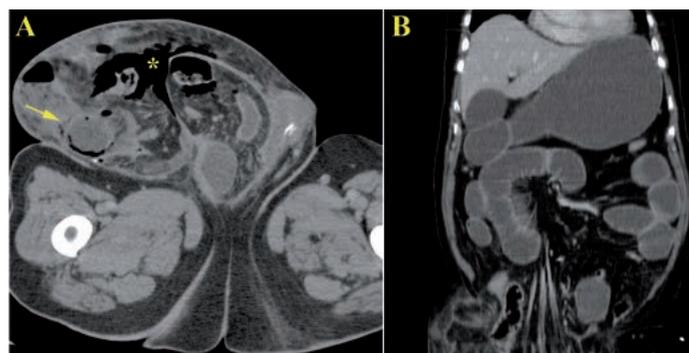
Paciente con gran herniación inguinoscrotal derecha y cuadro obstructivo con vómitos y dolor abdominal. En la imagen transversal de TC (A) se demuestra un asa herniada con neumatosis (flecha) y abundante aire libre en el saco herniario (*), secundario a la necrosis isquémica y perforación del asa estrangulada. El intestino proximal presenta dilatación (B) debido a la obstrucción provocada por el asa estrangulada.
